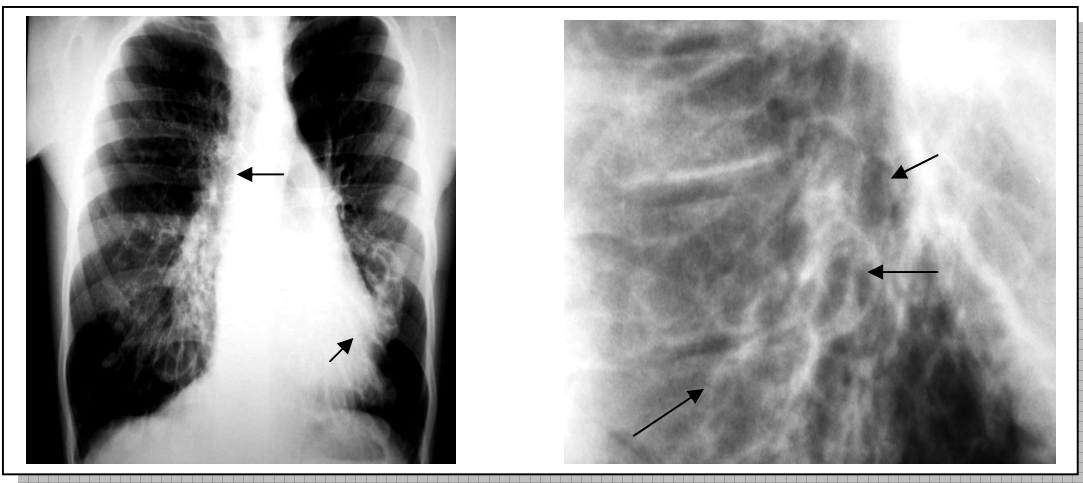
Radiografia do estudo contemporâneo do paciente número 10 mostrando áreas sugestivas de bronquiectasias
